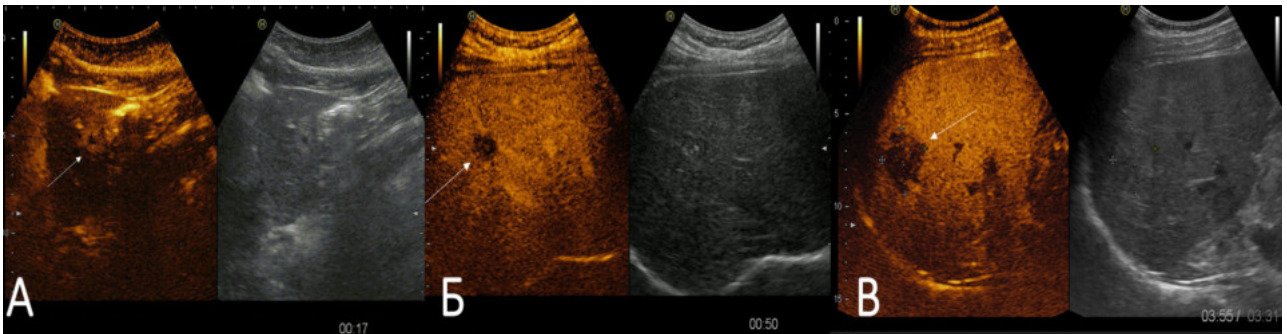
КУУЗИ. Метастазы КРР в печени (стрелка): А — артериальная фаза — периферическое контрастирование очага; Б — гипоконтрастирование в портальную фазу; В — гипоконтрастирование в позднюю венозную фазу
